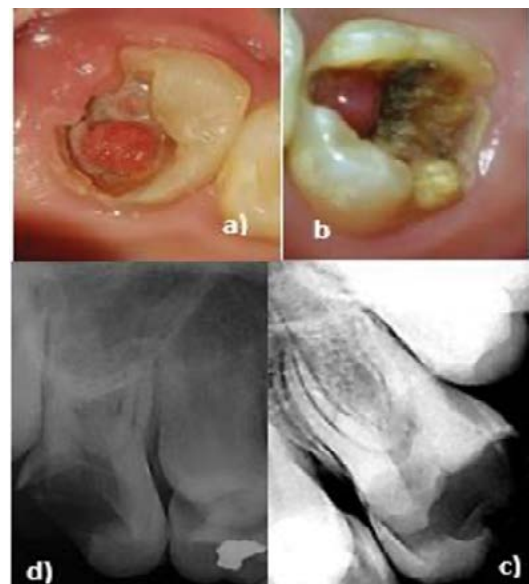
A) Diente 1-6: se observa lesión de caries ODVP con presencia de hiperplasia pulpar; B) Diente 2-6: se observa lesión de caries extensa NDOP con presencia de hiperplasia pulpar; C) radiografía inicial de 1-6: se observa una zona radiolúcida extensa a nivel de la corona; D) radiografía inicial de 2-6: se observa una zona radiolúcida extensa a nivel de la corona y a nivel del ápice de la raíz mesial
